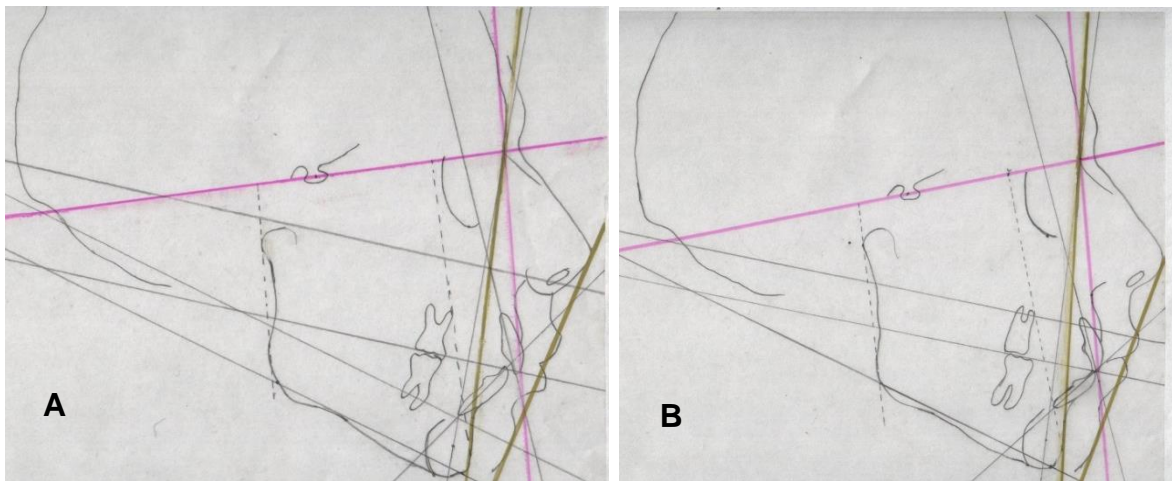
Radiografía lateral de cráneo al final de tratamiento.
